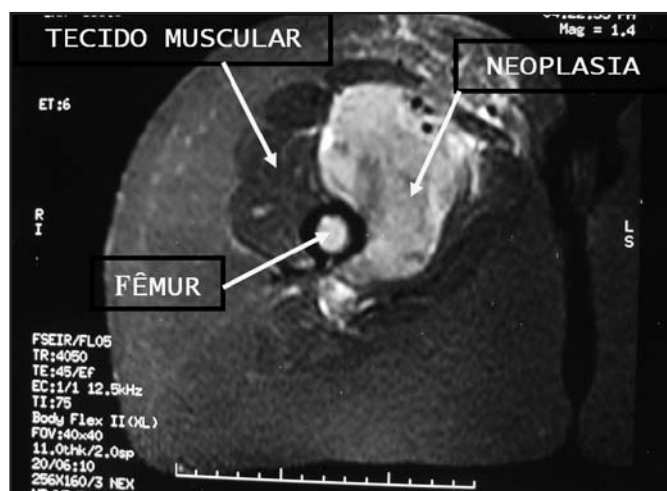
Ressonância nuclear magnética com massa em coxa direita em plano axial sequência STIR.
